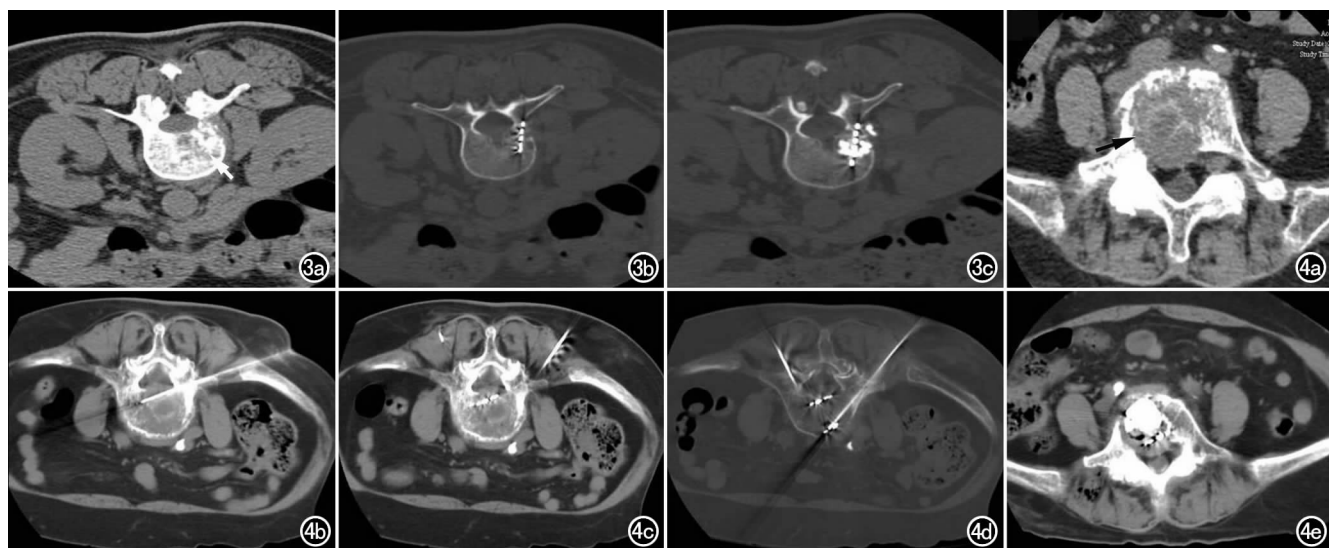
宫颈癌术后第2腰椎体及椎弓根转移。a) 术前CT示转移病灶(箭); b) 进行 ^{125}I 粒子植入术中; c) 粒子针完成PVP治疗后CT图像。图4 皮肤癌第5腰椎体转移, 椎体后缘破坏明显。a) 术前CT图像示转移病灶(箭); b) 粒子针进行 ^{125}I 粒子植入术中; c) 粒子针行 ^{125}I 粒子植入术中; d) 粒子针行 ^{125}I 粒子植入术中; e) ^{125}I 粒子植入联合PVP治疗术后。
